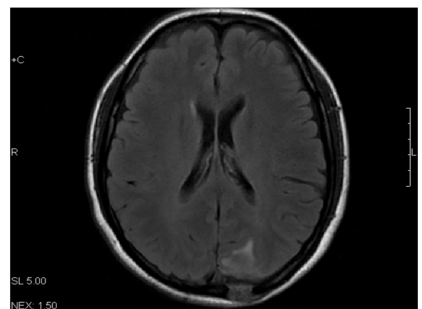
颅骨 Rosai-Dorfman 病 MRI 检查结果 左顶骨近中线骨质破坏,病灶自板障累及颅骨内外板,脑膜局限增厚强化
